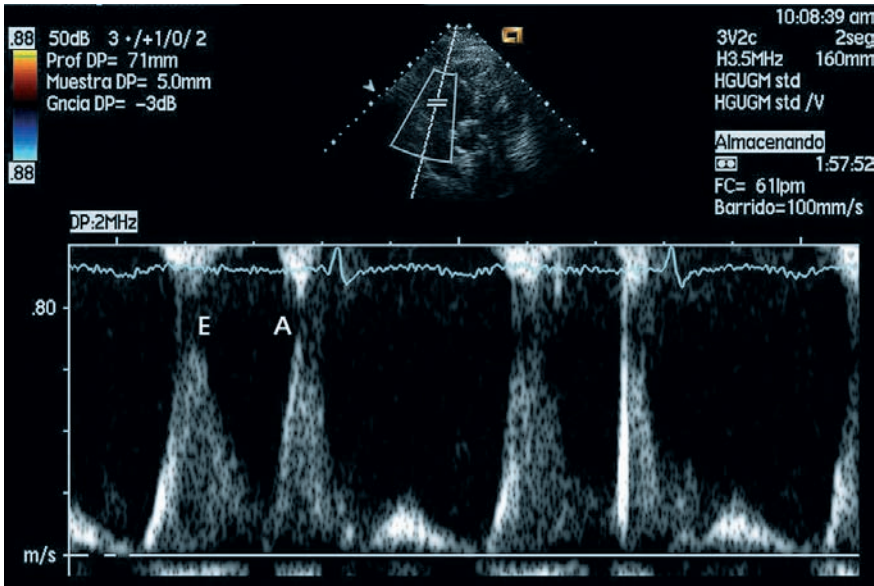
Doppler pulsado del flujo tricuspídeo. Se observa el primer pico (onda E) del llenado rápido y el segundo (onda A), de menor velocidad, debido a la contracción de la aurícula derecha. Obsérvese que la velocidad pico de ambas ondas es inferior que la obtenida en el registro mitral.
